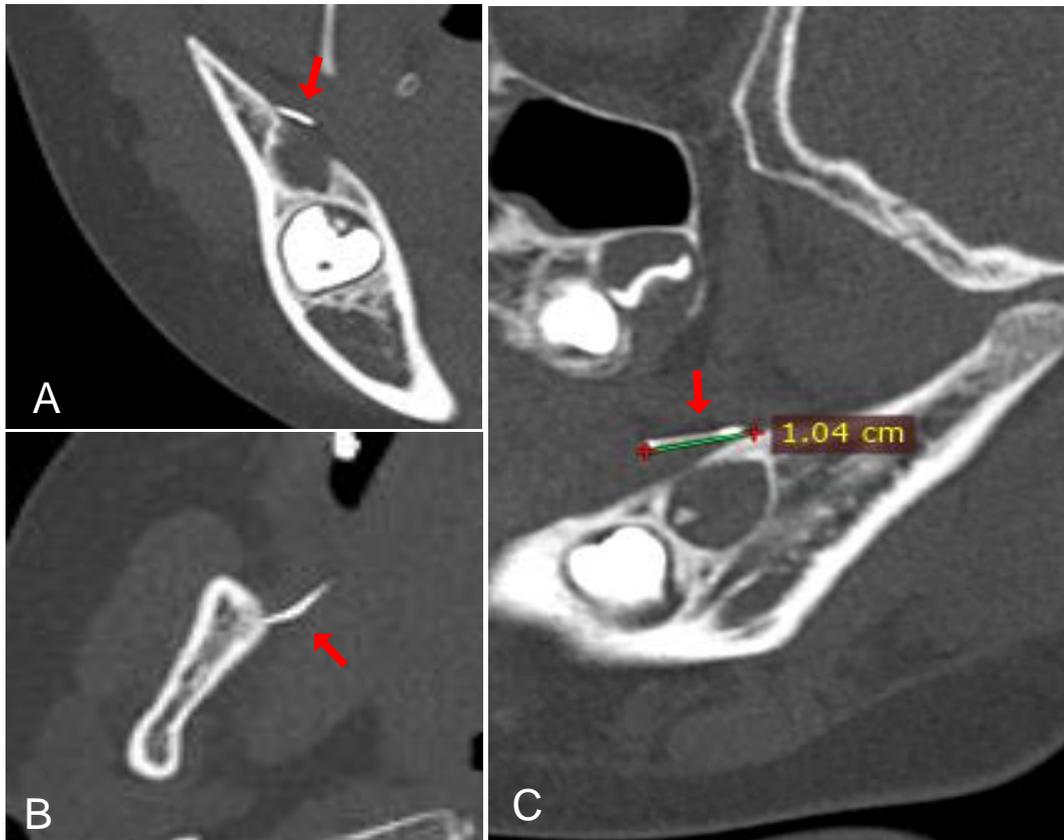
Vistas del fragmento de aguja en la TC obtenidas antes de la cirugía (señaladas con flecha roja). A y B: imágenes coronal y axial respectivamente y C: imagen sagital
